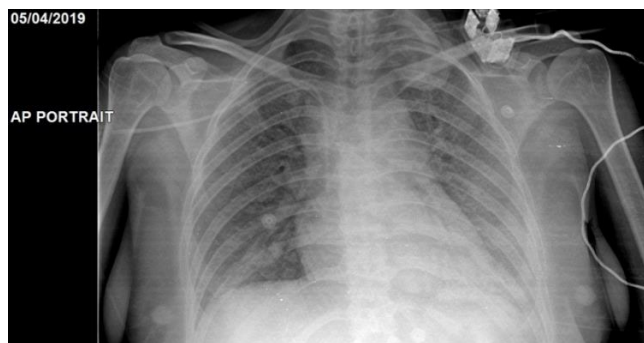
Radiografía portable de tórax al ingreso.
